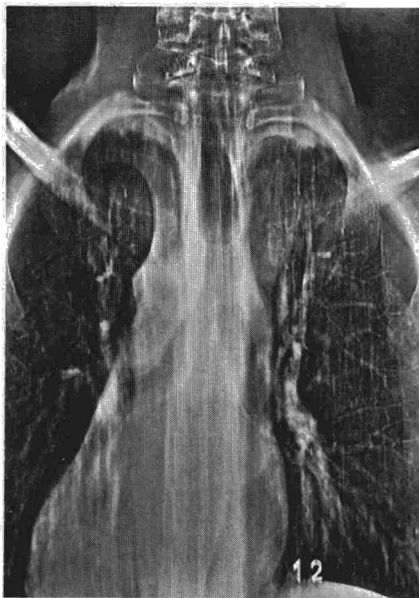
Xerotomografía. Estenosis traqueal en la zona de contacto con el balón.
